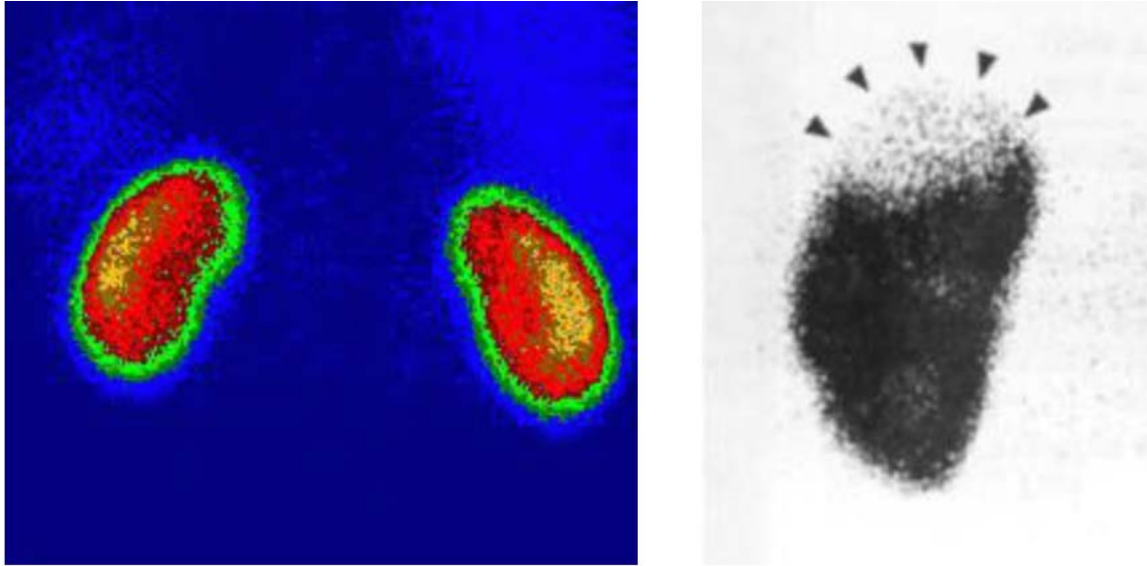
Exemple d'image de scintigraphie au DMSA. Déficit de fixation polaire supérieur traduisant une séquelle infectieuse.(16)
